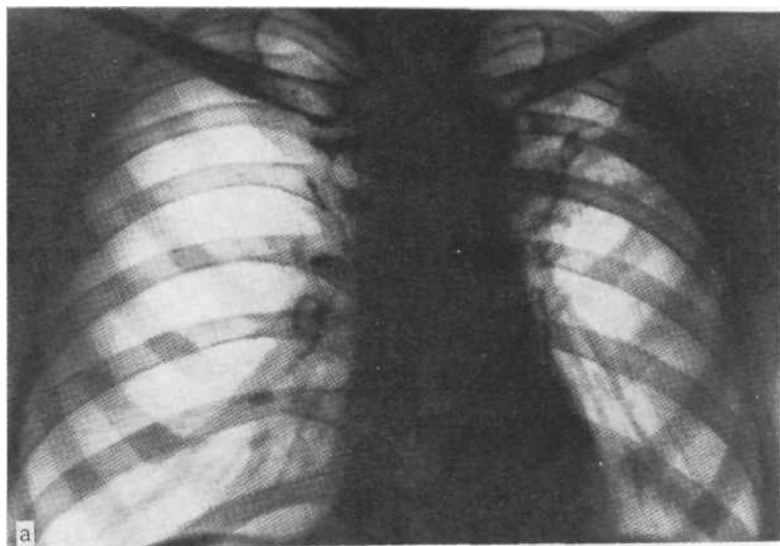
Прямая рентгенограмма (а) и томограмма (б) больного цирротическим туберкулезом верхней доли слева. На томограмме отчетливо видны проходимые, но сближенные бронхи, неравномерное затемнение верхней доли и плевральные наслоения, очаговые тени в области верхушки слева.
